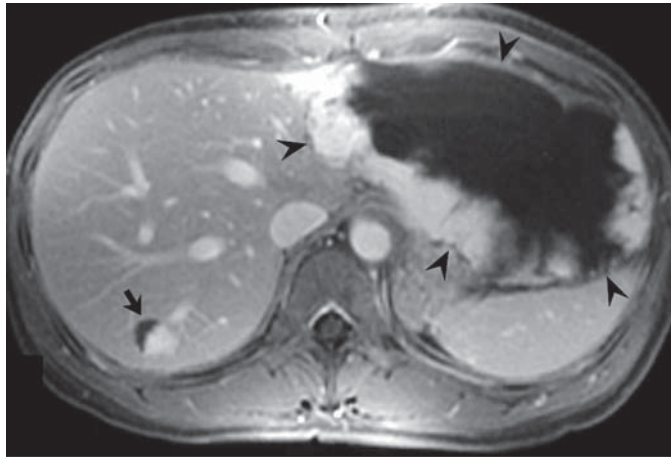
Hémangiome caverneux hépatique à l'IRM. L'IRM avec contraste et suppression du signal de la graisse fournit une image caractéristique d'hémangiome caverneux avec une lésion géante dans le lobe gauche (*têtes de flèches*) et une lésion plus petite dans le lobe droit (*flèche*). Noter le renforcement périphérique des lésions qui correspond à l'intensité du signal du sang dans l'aorte. Ces images ont une signification diagnostique qui évite la réalisation d'une biopsie parenchymateuse.
